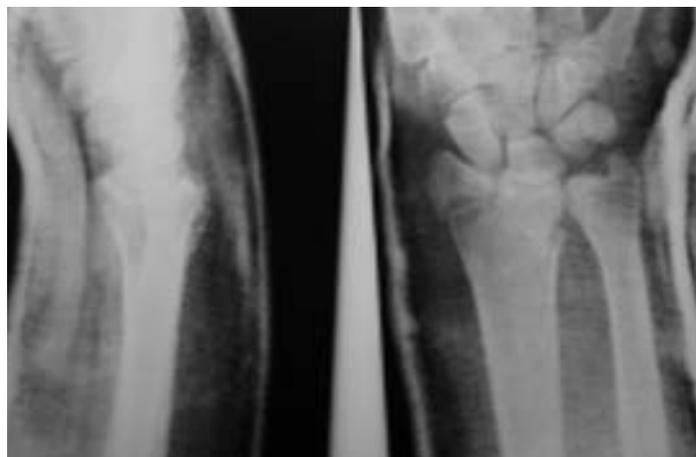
Переднезадняя и боковая рентгенограммы больного 3. 50 лет с внутрисуставным оскольчатый переломом С 1 до операции.
